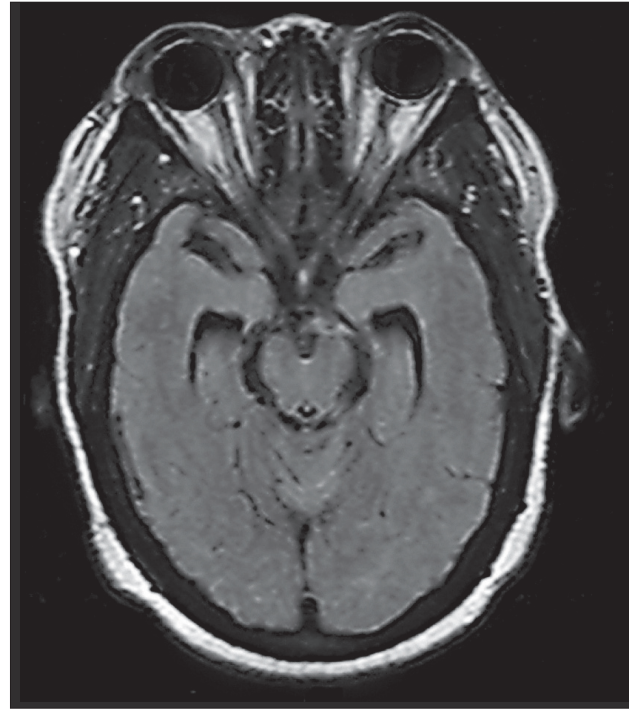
МРТ головы (FLAIR последовательность) на 3-й день; сигнал в области перимезенцефальной цистерны слева повышен. Эта зона также была светлой в T1-последовательности. Такая картина типична для позднего подострого кровоизлияния и обусловлена наличием свободного (внеклеточного) метгемоглобина
